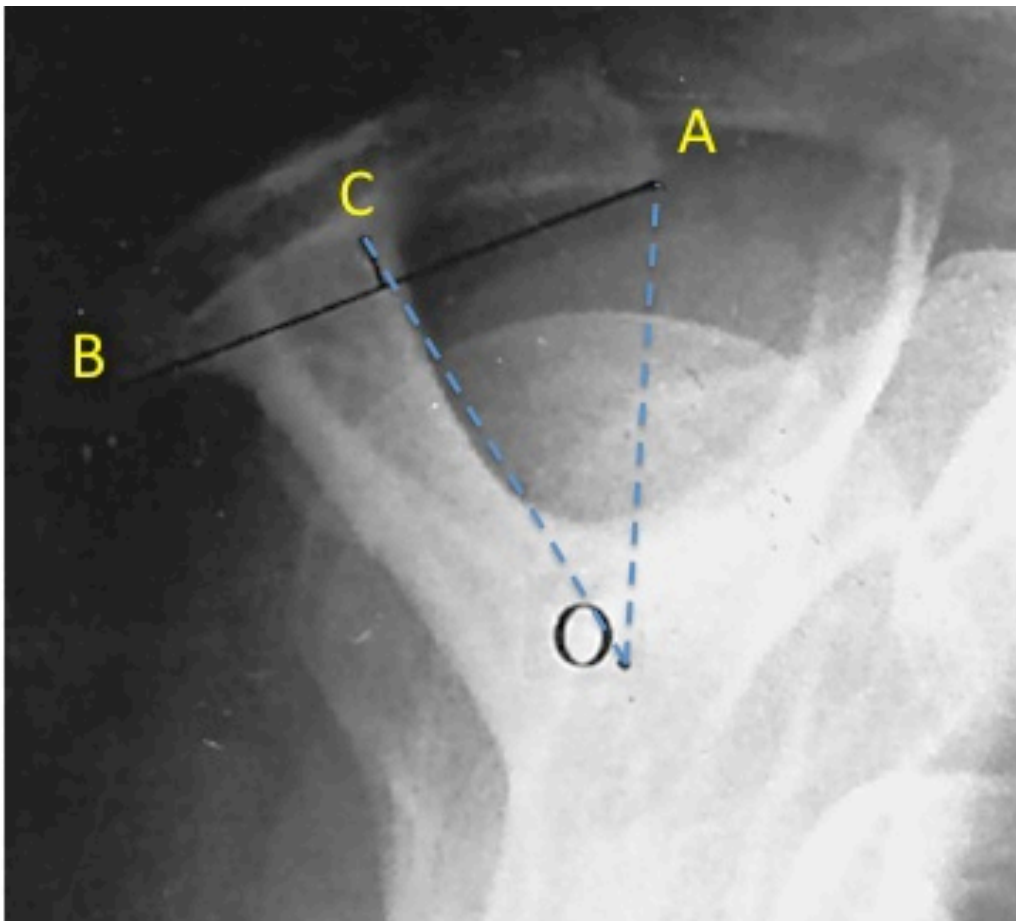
Repères radiographiques pour réaliser la classification de Park
